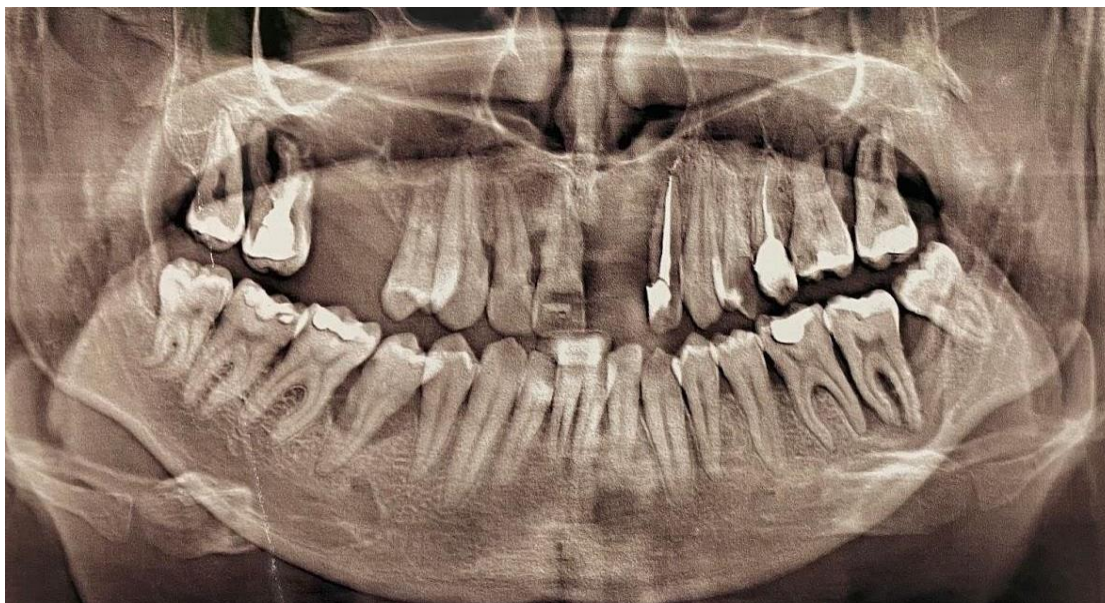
Ортопантомограма пацієнта А. 45 років. Історія хвороби №20200210. Швидкопрогресуючий генералізований пародонтит на тлі діабетичної остеопенії
